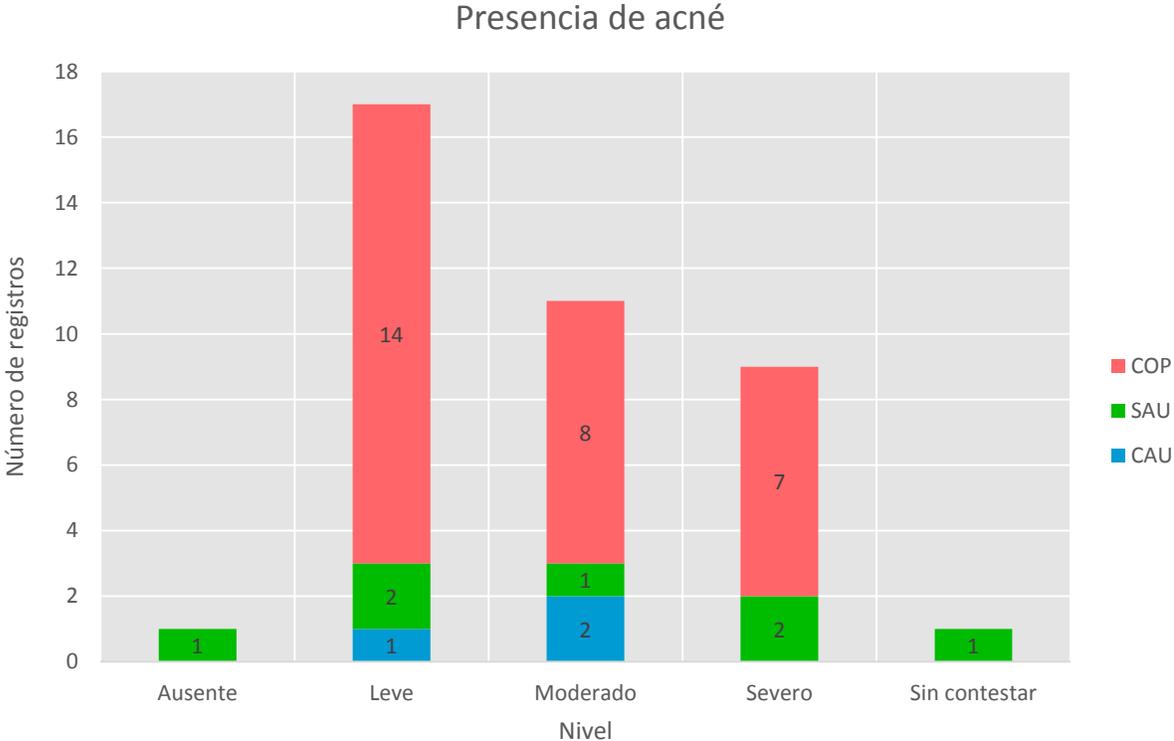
Presencia y nivel de acné por cada categoría de imagen por ultrasonido se observó que para el caso de la categoría SAU hubo mujeres que manifestaron desde ausencia hasta una severa presencia de acné, en la categoría COP las participantes se ubicaron entre una presencia leve, moderada a severa y las participantes de categoría CAU solo manifestaron una, presencia de leve a moderada de acné.
